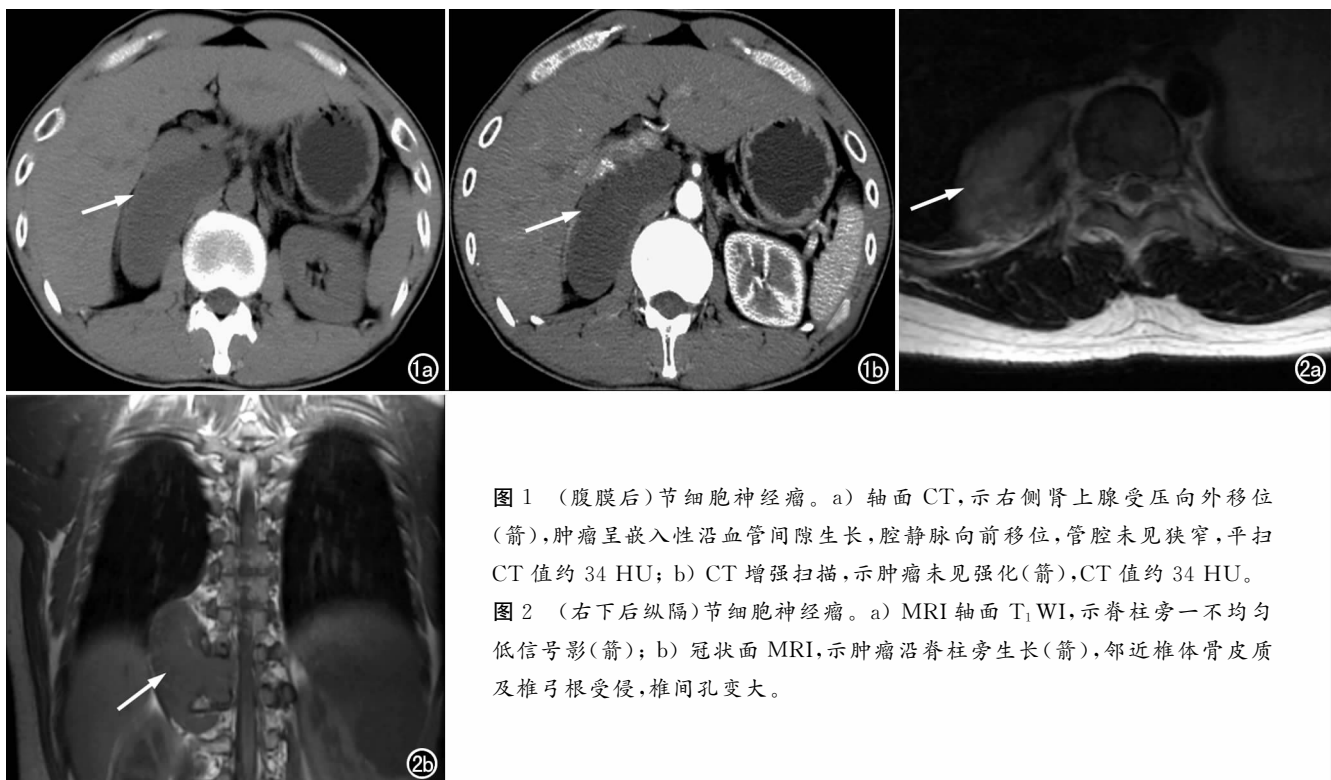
(腹膜后)节细胞神经瘤。a) 轴面 CT,示右侧肾上腺受压向外移位(箭),肿瘤呈嵌入性沿血管间隙生长,腔静脉向前移位,管腔未见狭窄,平扫 CT 值约 34 HU; b) CT 增强扫描,示肿瘤未见强化(箭),CT 值约 34 HU。
